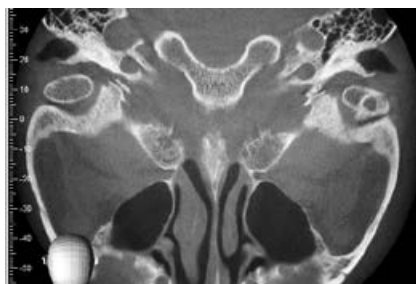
На КТ левого ВНЧС в горизонтальной плоскости имеется краевой остеофит суставной головки, очаг просветления округлой формы, в наружном отделе среза суставной головки имеется утолщение субхондральной кости. Правый сустав без особенностей.
